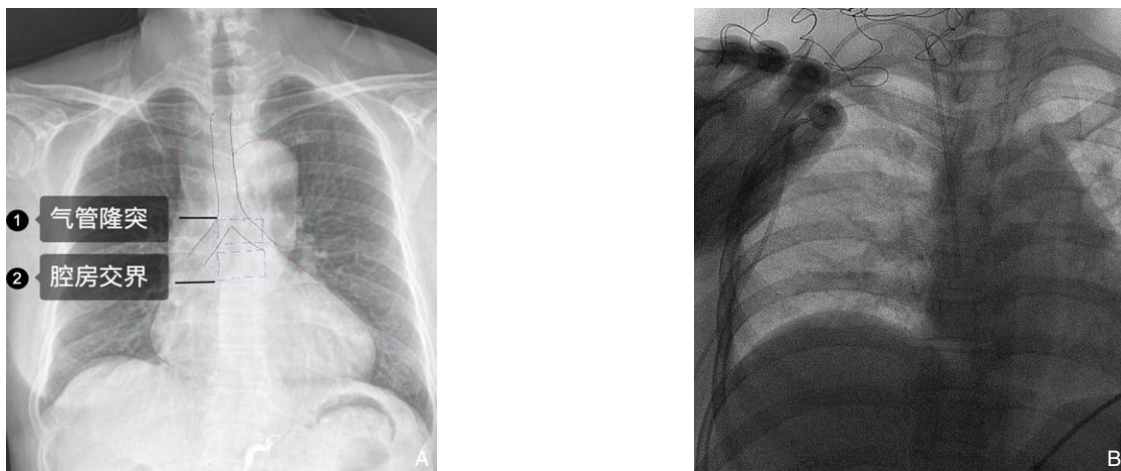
X线作为导管尖端定位 A: X线下解剖定位,理想导管位置位于气管隆突下方至腔房交界之间;B: X线引导下调整导管长度
